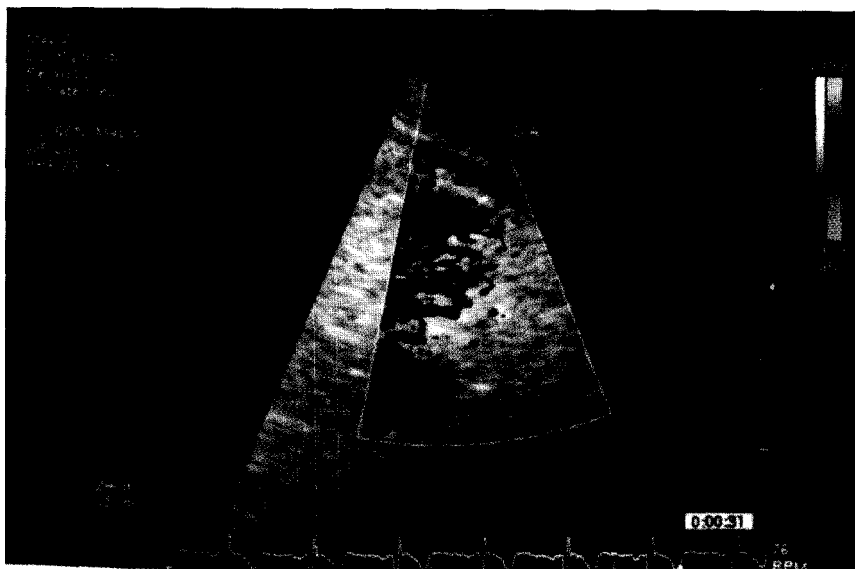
Eco transtoracico. Imagen en tiempo real con Doppler color de la arteria descendente anterior en su segmento distal.
